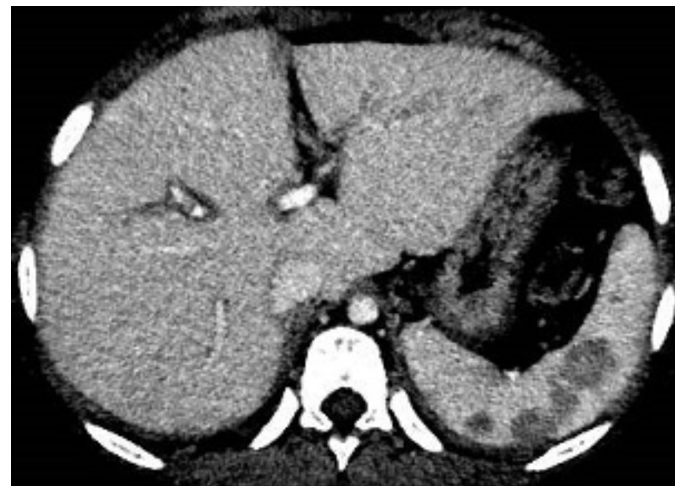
CT contrastada en fase venosa de abdomen y la pelvis que muestra múltiples áreas de hipotenuación en forma de cuña o triangulares en el bazo indicativos de infartos esplénicos multifocales.
